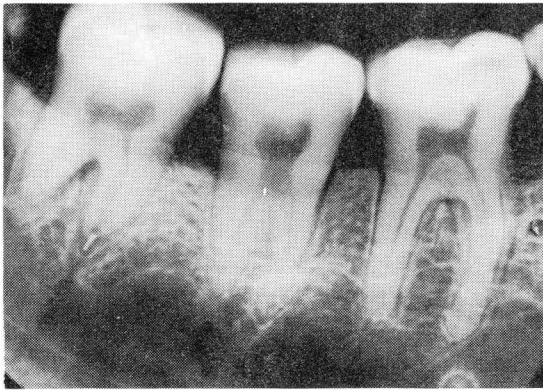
下顎大白歯部X線写真 左 Ekta, 右 Ultra
